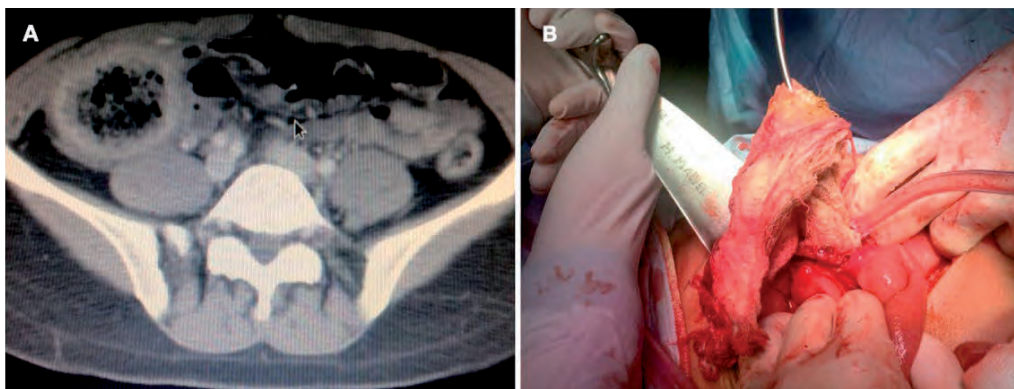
Tumoración inflamatoria de fosa ilíaca derecha en paciente cursando 7o mes postoperatorio (cesárea). TAC (A) muestra imagen redondeada, aireada y encapsulada. Exploración quirúrgica (B): compresa fistulizada al ciego.⁸
